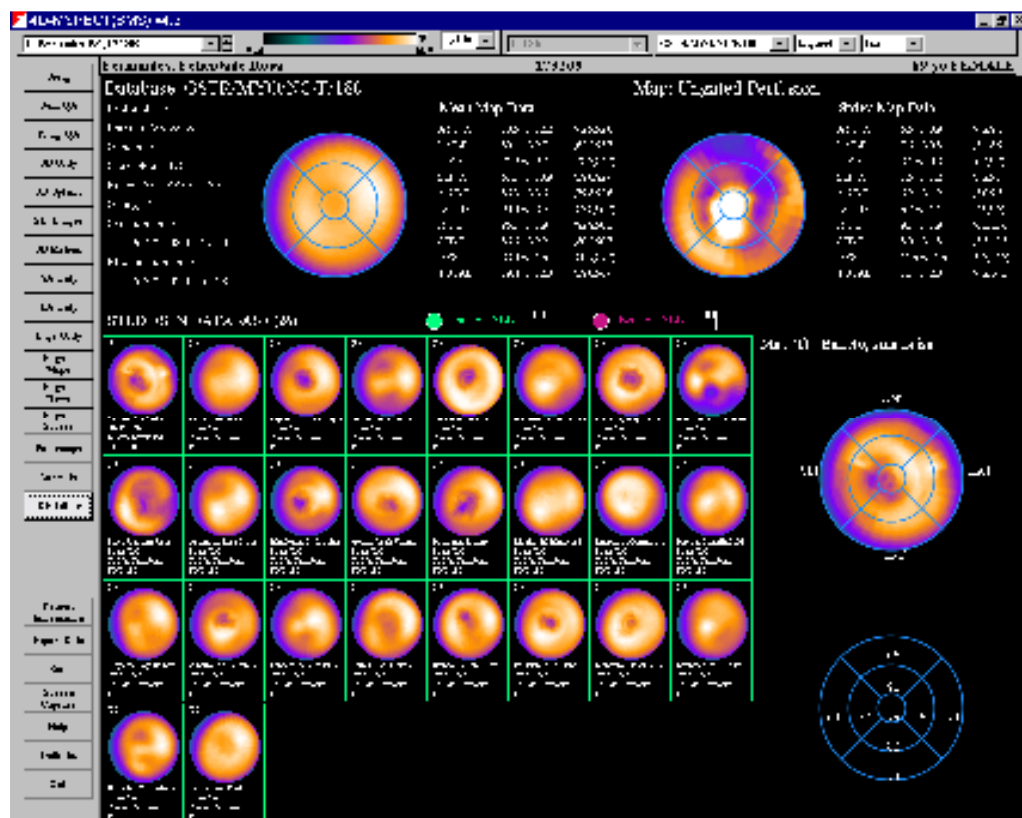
BD GSTR/MYO/NC/F/180 de indivíduos saudáveis do género feminino, criada no programa 4D-MSPECT para estudos de CPM com esforço *gated* e repouso não *gated* do SMN da Clínica Quadrantes.
